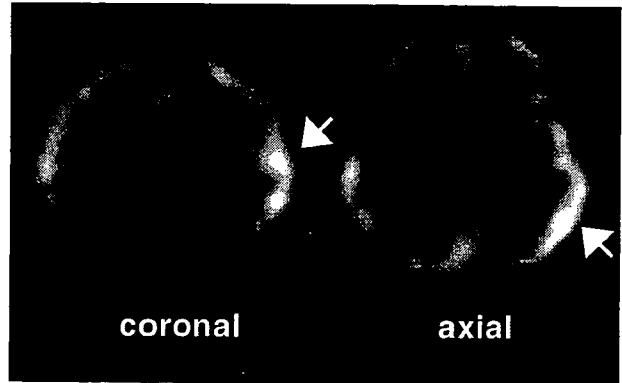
入院時^{99m}Tc-ECD SPECT 定量検査
